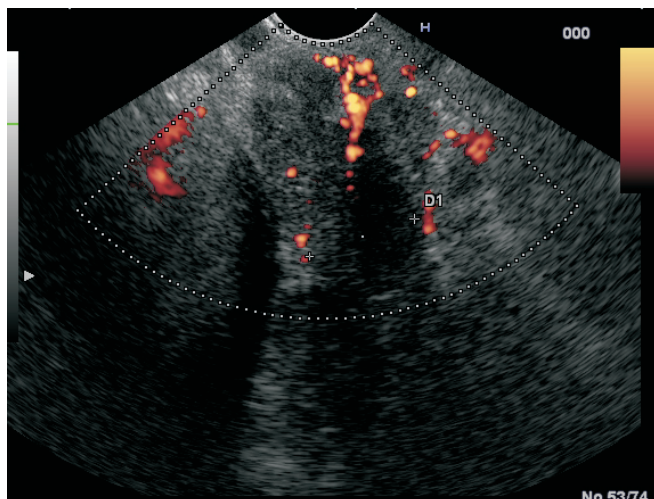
Ecoendoscopie în mod power Doppler – circulație colaterală peripancreatică.
